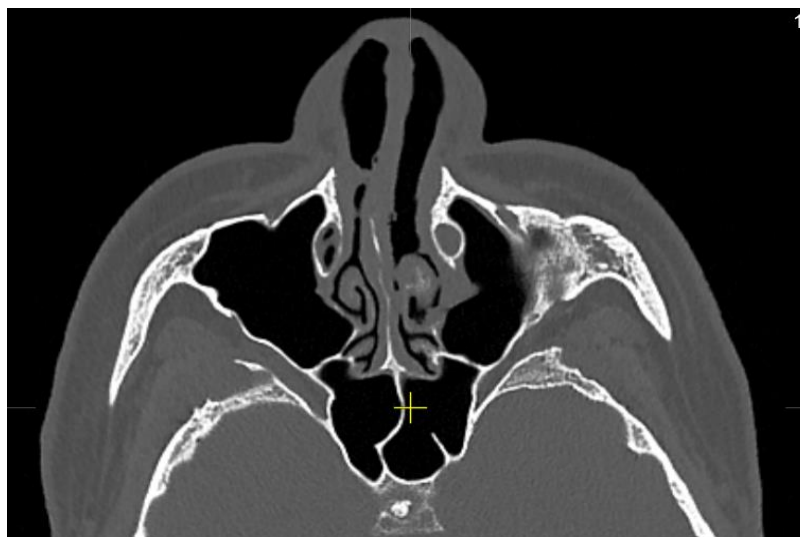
МСКТ придаточных пазух: поперечный срез
